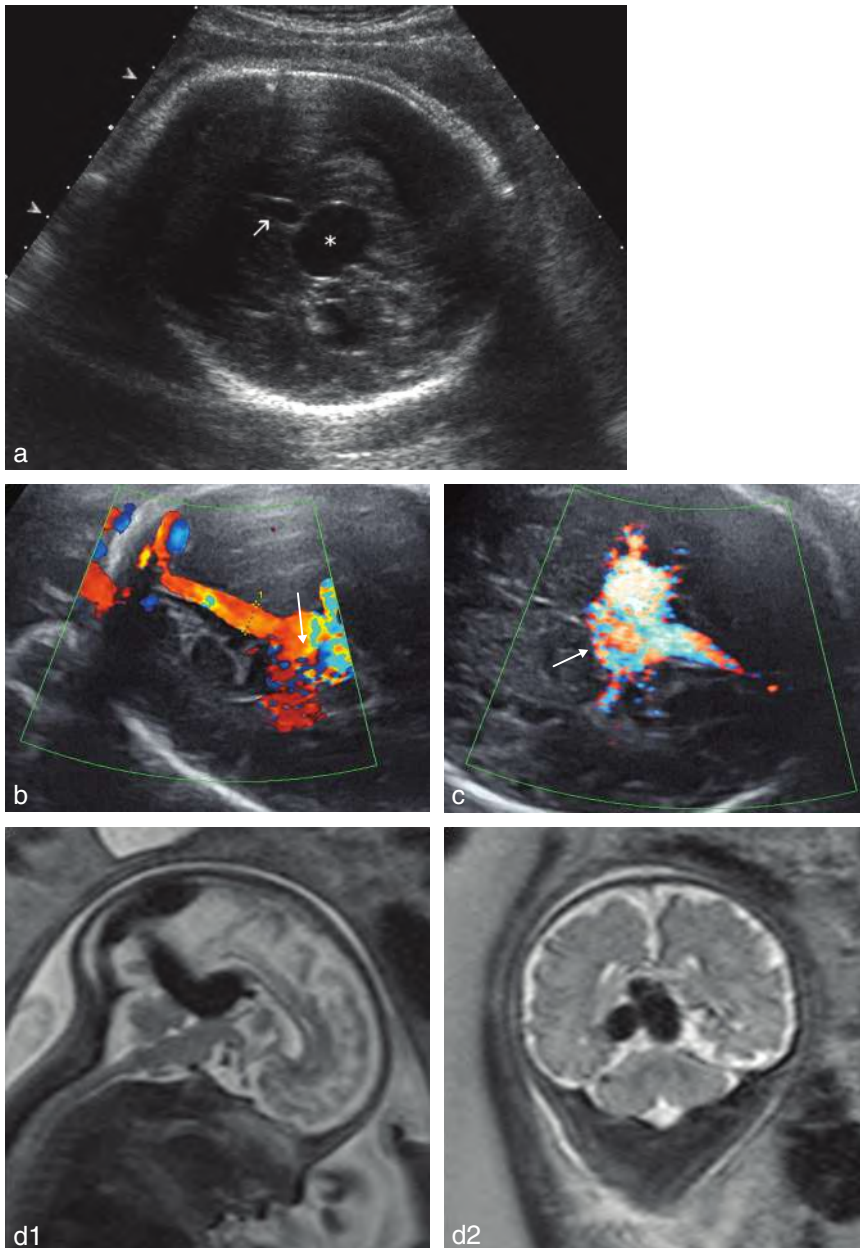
Anévrisme de la veine de Galien. a. 30 SA. Formation anéchogène (*) médiane juste en arrière du troisième ventricule (→) sur une coupe transversale du pôle céphalique. b. 32 SA. La grande veine du cerveau ou veine de Galien (→) est dilatée et présente un flux turbulent en Doppler couleur. Elle se prolonge par le sinus rectus ou sinus droit, dilaté (1). c. 33 SA. Sur cette coupe transversale du pôle céphalique, on met en évidence en arrière des thalamus une collection anéchogène comportant un flux turbulent en Doppler couleur (→). d. 35 SA. IRM. Coupes sagittale (à gauche) et coronale postérieure (à droite) en pondération T2 dans le cadre d'un bilan d'une malformation anévrismale de la veine de Galien. Il s'agit ici de rechercher des lésions ischémiques parenchymateuses.
